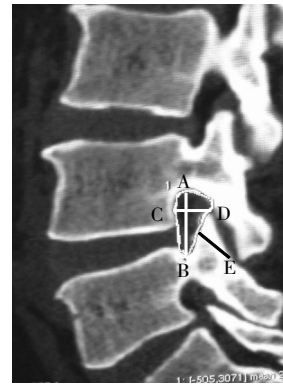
CT 二维旁矢状位重建椎间孔形态(高度、宽度、面积)测量图 (AB 为椎间孔高度, CD 为椎间孔宽度, E 代表 ABCD 所围区域的面积)
